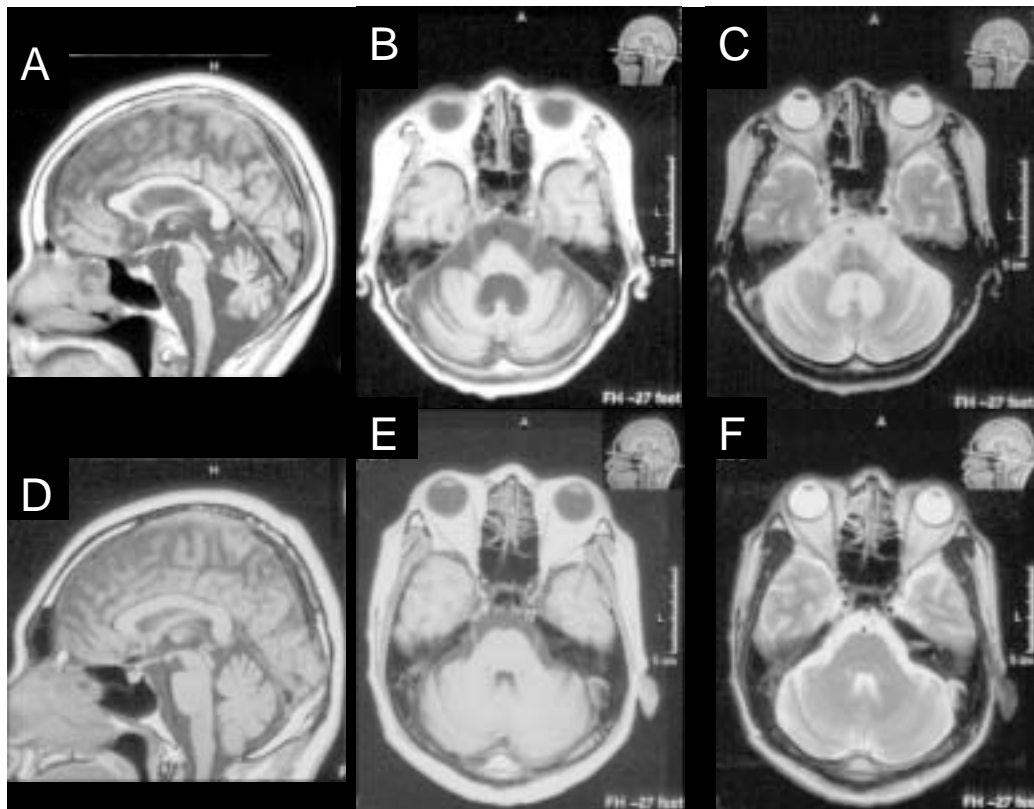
OPCA 患者の脳 MRI (A~C). 対照 (D~F) と比べると、小脳と脳幹の萎縮、橋底部の十字徴候と中小脳脚の T2 高信号化がわかる . C と F は T2 強調画像、他は T1 強調画像 .
